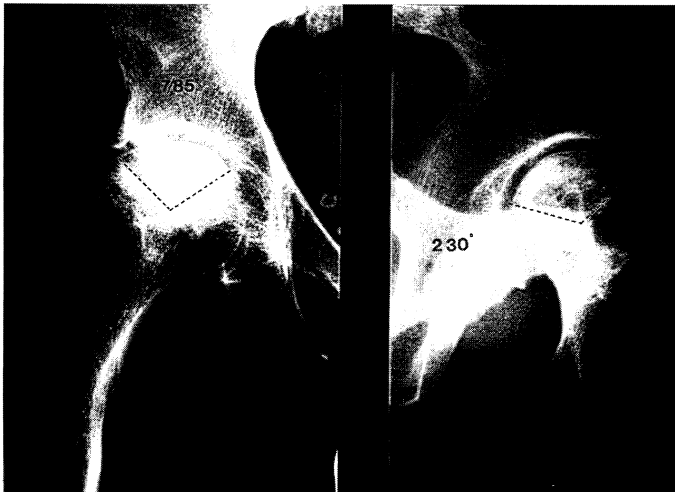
Nekrosewinkel, der als Summe der Winkel im a.p.- im axialen Röntgenbild definiert ist. Jeder einzelne Winkel wird durch Verbindung des Kopfmittelpunktes mit den Nekroserändern ermittelt.
